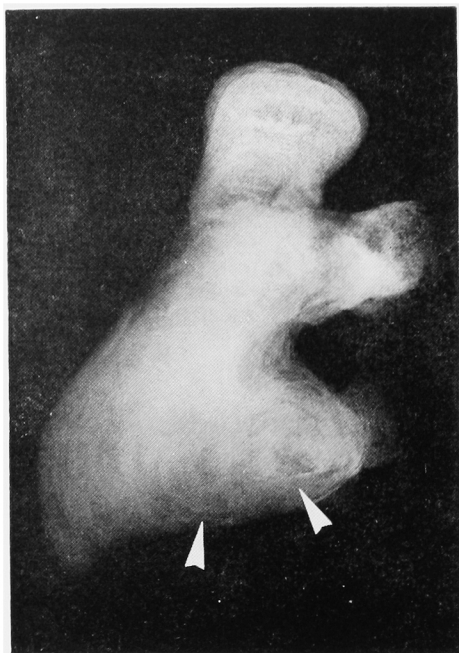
Roentgenograph of a staghorn calculus shows nuclear parts (arrows) surrounded with laminar layers.
